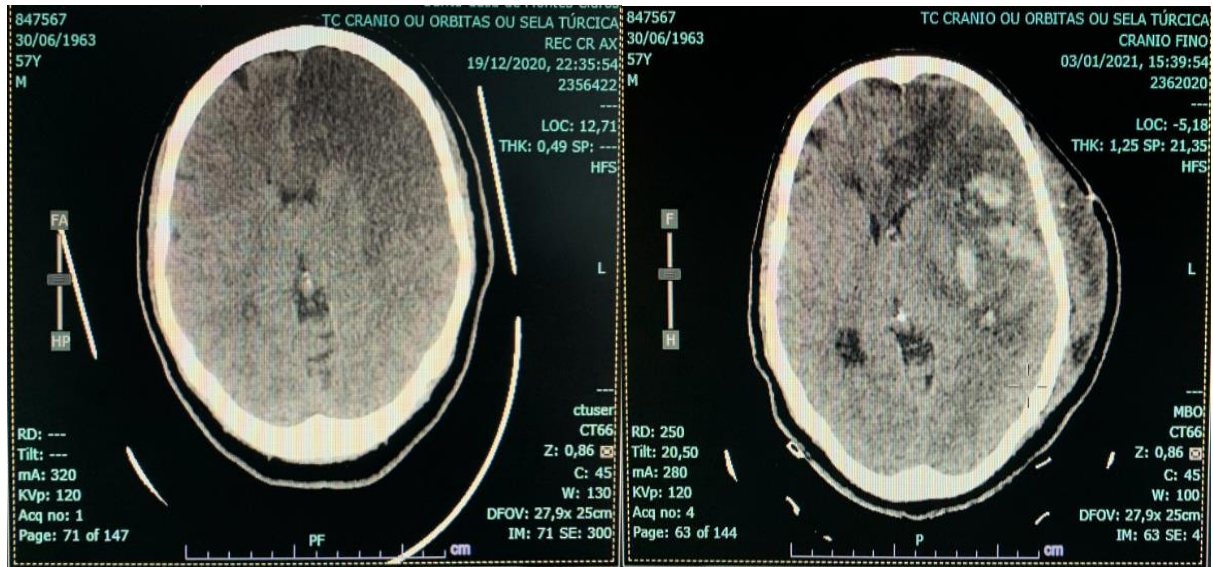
Imagens de tomografia computadoriza mostrando acidente vascular encefálico isquêmico com transformação hemorrágica em paciente com cardiomiopatia chagásica. Fonte: arquivo do próprio autor.
